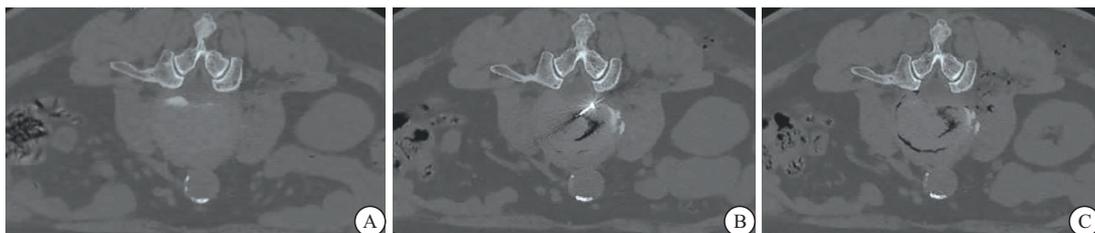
腰椎间盘突出症患者 L3-L4 椎间盘层面 CT 图像
